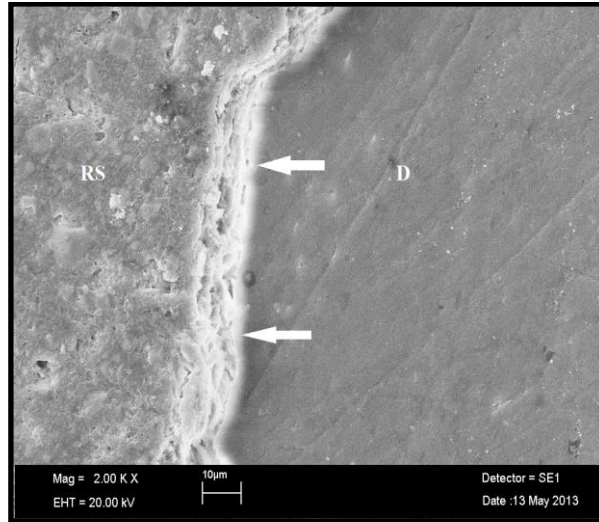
RelyX U200-Ultrason grubunun seramik-rezin siman-dentin ara yüzünün SEM görüntüsü ( x 500 büyütme). Yer yer rezin siman ile dentinin birbirinden
